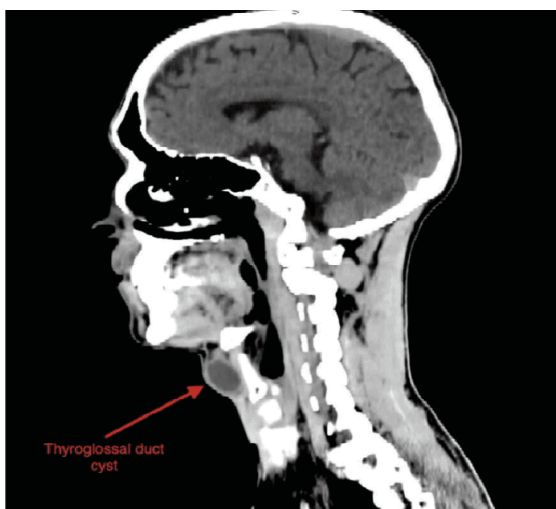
Компьютерная томография мягких тканей передней области шеи: срединная (тиреоглоссальная) киста (показана стрелкой)
